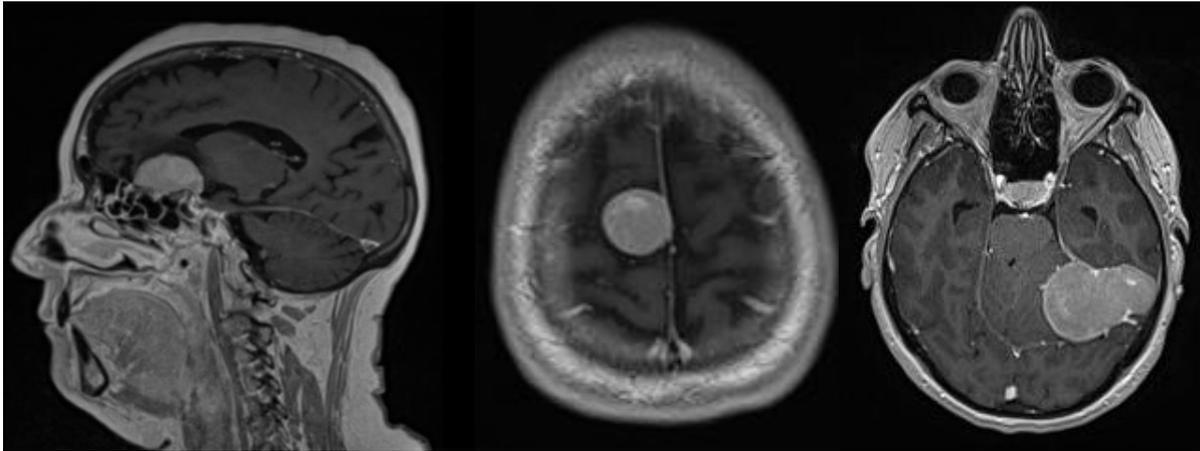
Meningioma surco olfatorio, RM sagital con contraste (izda). RM con contraste de meningioma frontal parasagital derecho (centro). RM con contraste de meningioma tentorial izquierdo multilobulado (dcha.).
